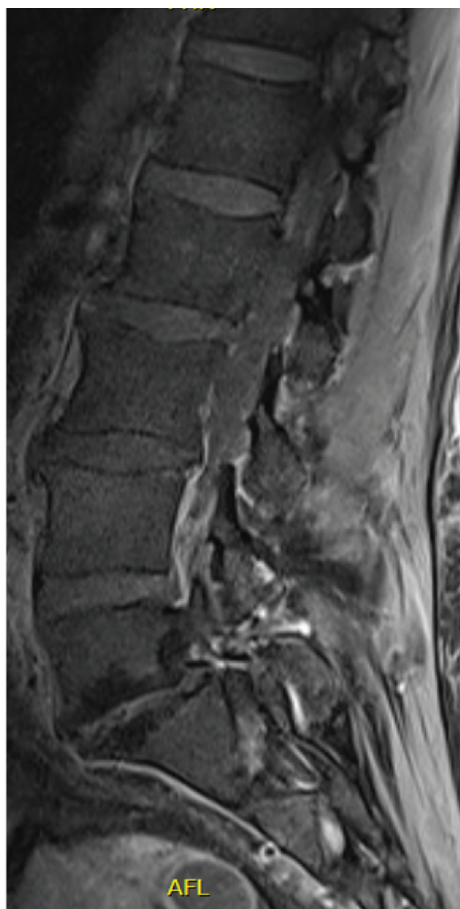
Resonancia magnética (RM) inicial de la columna lumbar.
